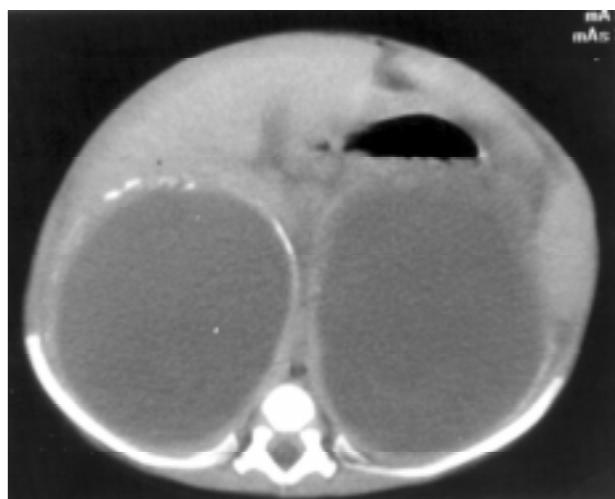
Tomografía axial computada simple de abdomen donde se observa calcificación de la pared de los quistes.
